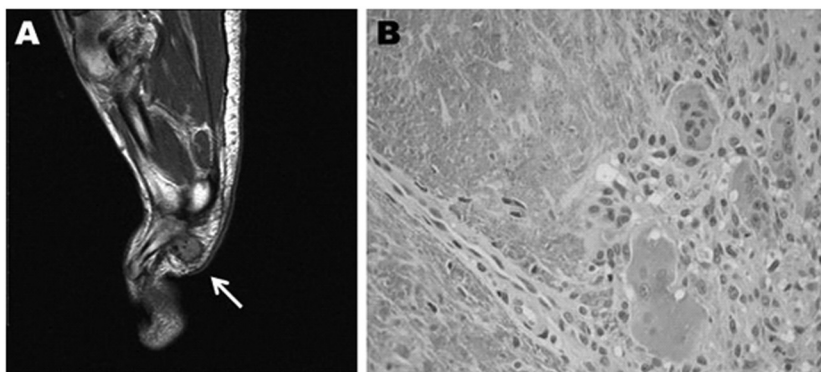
Paciente Nº 1. A) Resonancia, corte sagital T2 (en ese orden): lesión ovoide, de bordes definidos, hipointensa, en proyección plantar de 3° y 4° metatarsiano, de 1.65 por 1.5 cm de diámetro (flecha). B) Histopatología de la lesión reseccionada: células mesenquimáticas (flecha negra), células gigantes multinucleadas (flechas blancas) y material amorfo basófilo con calcificaciones (punta de flecha).
